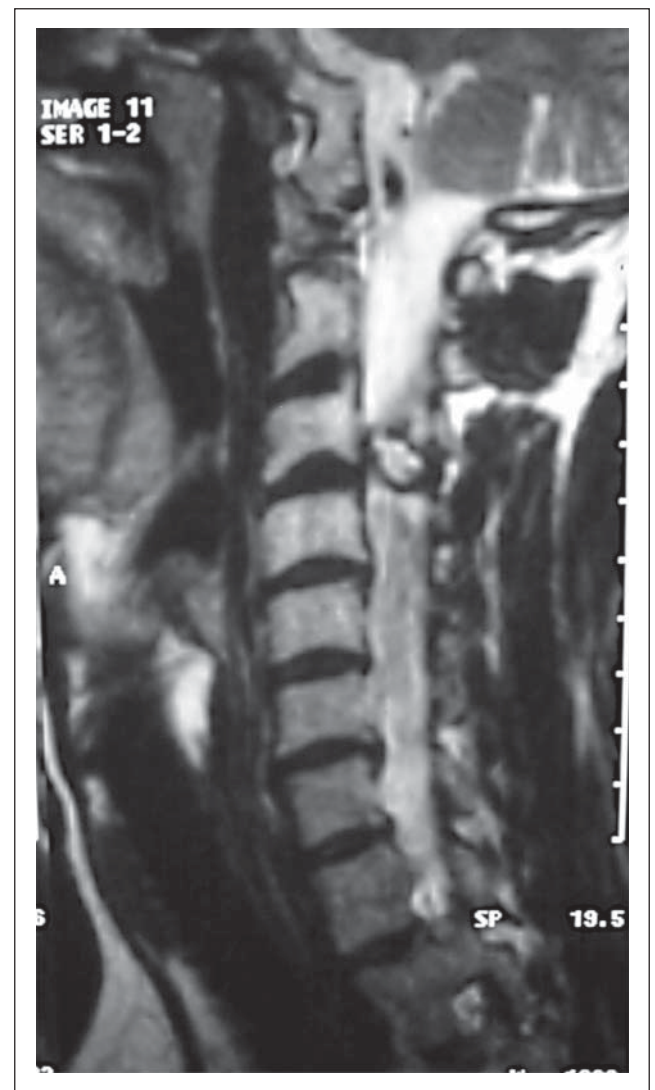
MRT (T2-Gewichtung) einer seltenen, teilverkalkten Zyste in Höhe C3/4
